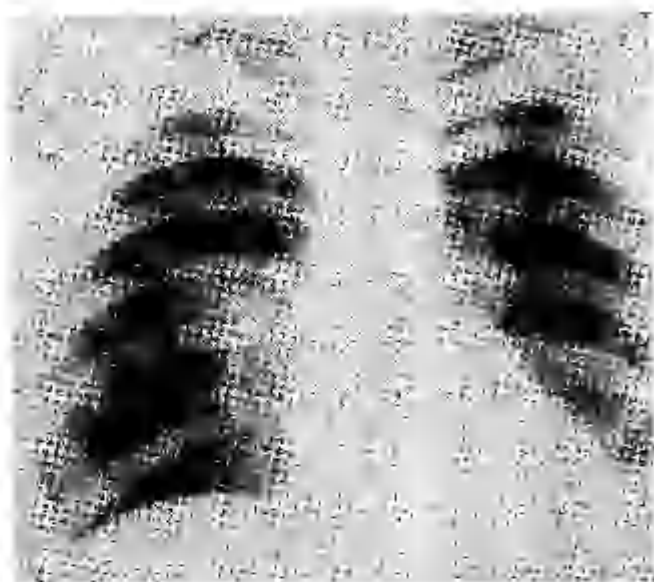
Прямая рентгенограмма. Влево, на уровне II-III ребер продолговатое гомогенное затемнение с волнистым контуром.
